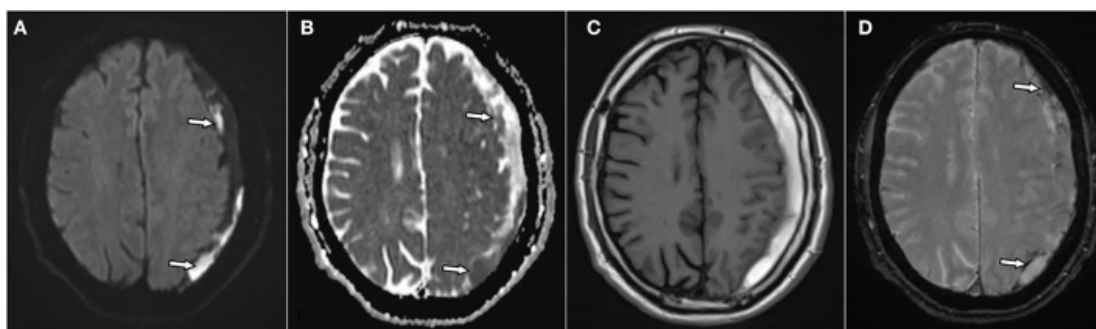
Risonanza magnetica in pesatura DWI (A), Mappa ADC (B), T1 con mdc (C) e T2\* (D). Si notano alle sequenze DWI e ADC aree di diffusione ristretta frammentate indicate dalle frecce. Alla sequenza T2\* possiamo osservare aree ipointense che rappresentano i depositi di Emosiderina.
